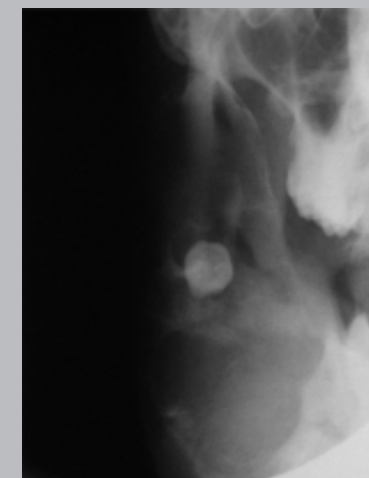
Hombre de 24 años, consultó inicialmente con gran tumoración (imagen clínica y radiografías superiores), mandibular derecha, radiolúcida, con expansión de tablas. Acudió a cirugía, se observó gran cavidad quística, se realizó biopsia parcial y se colocó cánula a fin de mantener comunicada la lesión, desinfectarla y descomprimirla para disminuir su tamaño. Lamentablemente el paciente no acudió hasta un año después con la cánula presente. En las imágenes del escáner se aprecia la presencia de cánula rodeada por zona radiopaca. Posteriormente se realizó extirpación completa de la tumoración y se observan cavidades rodeadas de tejido pardo.
